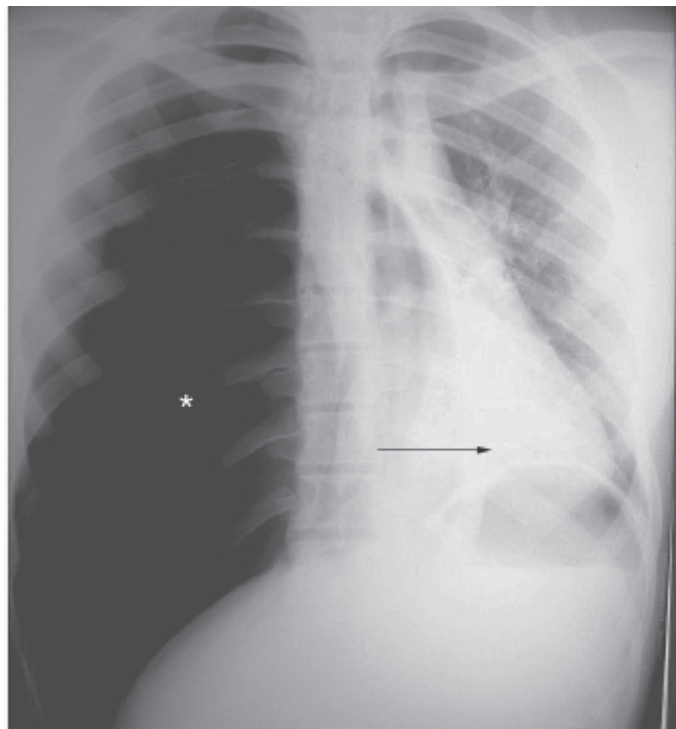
Pneumotórax hipertensivo. Radiografia do tórax na projeção posteroanterior, evidenciando volumoso pneumotórax à direita (*asterisco*), com características hipertensivas, provocando desvio mediastinal para a esquerda (*seta*).
